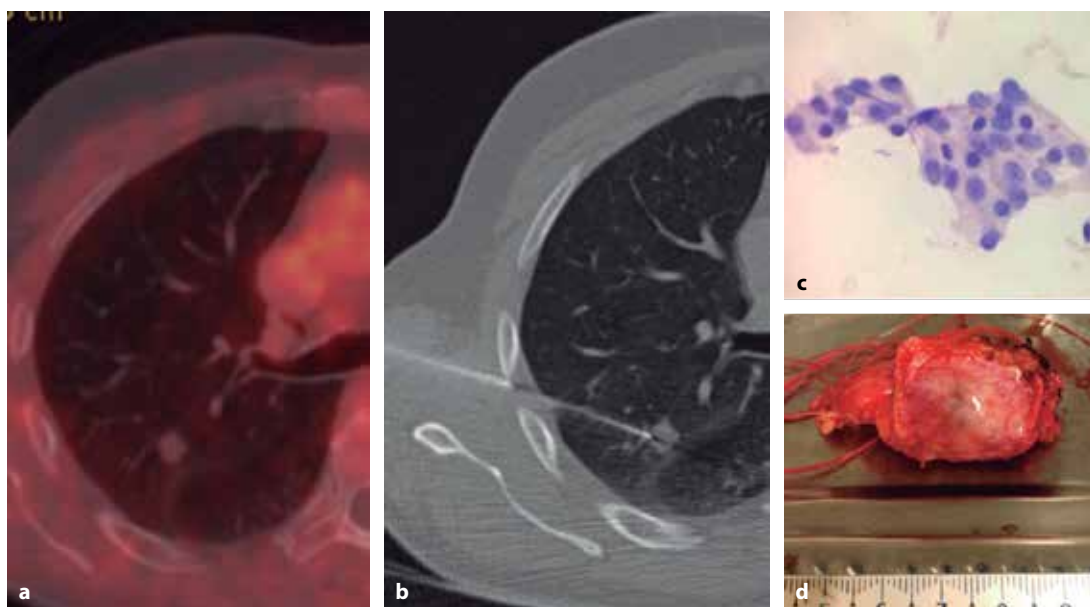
Punción de NPS indeterminado en un hombre de 54 años no tabaquista. a PET/TC con nódulo central polilobulado e hipometabólico de 9 mm. b Punción con aguja fina bajo TC con obtención de material citológico. c Por citología, se realiza el diagnóstico de adenocarcinoma de bajo grado. d Se realiza una resección parcial por toracoscopia asistida. Diagnóstico final: adenocarcinoma de bajo grado (T1a).
